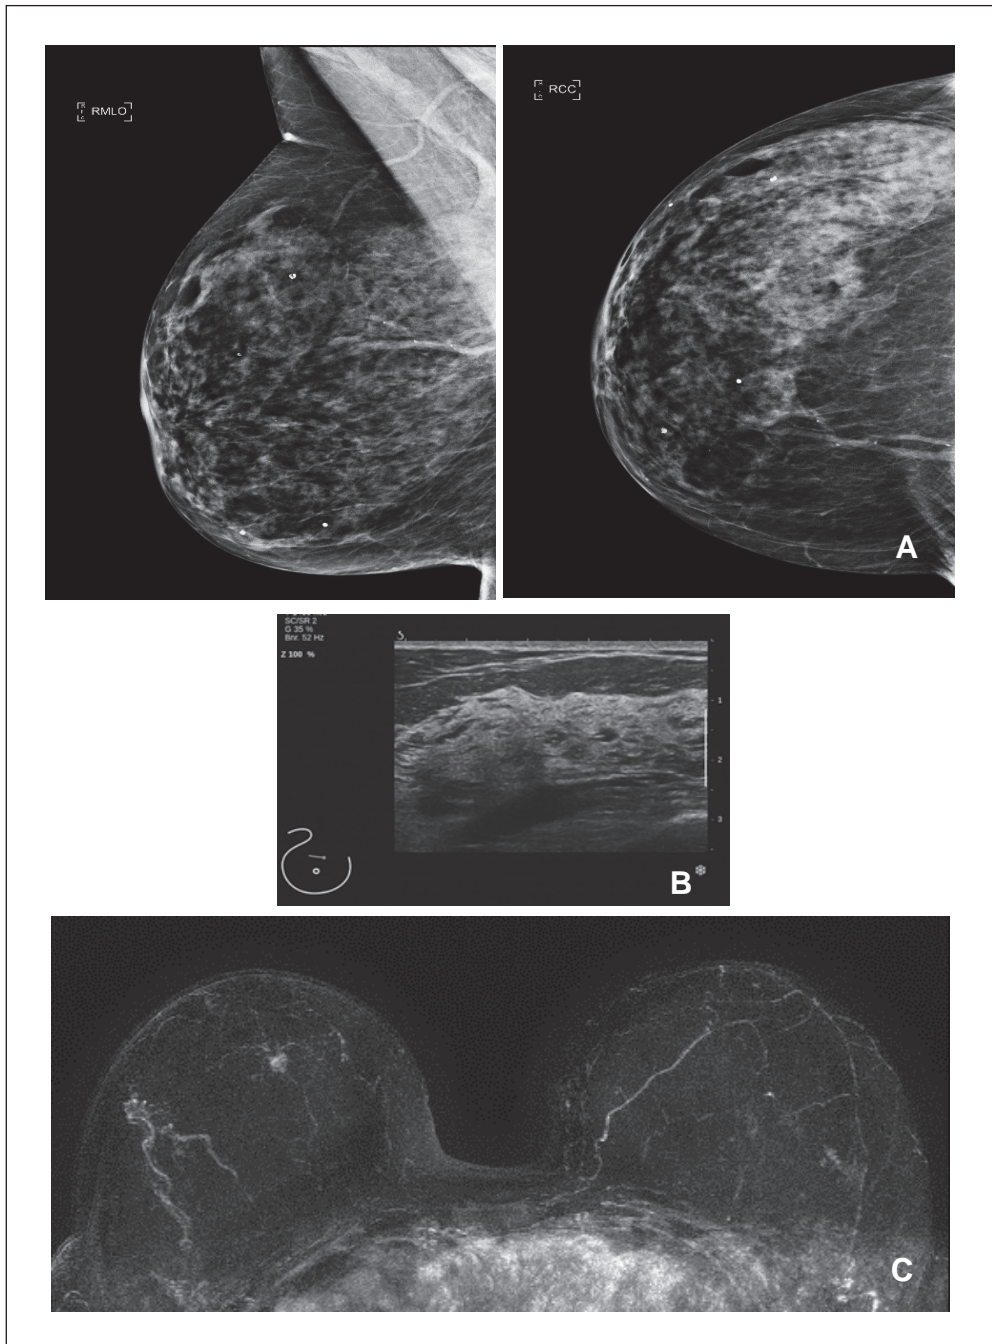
Früherkennung des Mammakarzinoms mittels „Abbreviated Breast MRI“. 50-jährige Frau mit dichtem Drüsengewebe und normaler Früherkennungsmammographie (A) und unauffälliger Früherkennungs-Sonographie (B). Die MRT (MIP) zeigt eine früharteriell anreichernde Raumforderung rechts, einem kleinen (6 mm großen) invasiven Mammakarzinom entsprechend (C).
